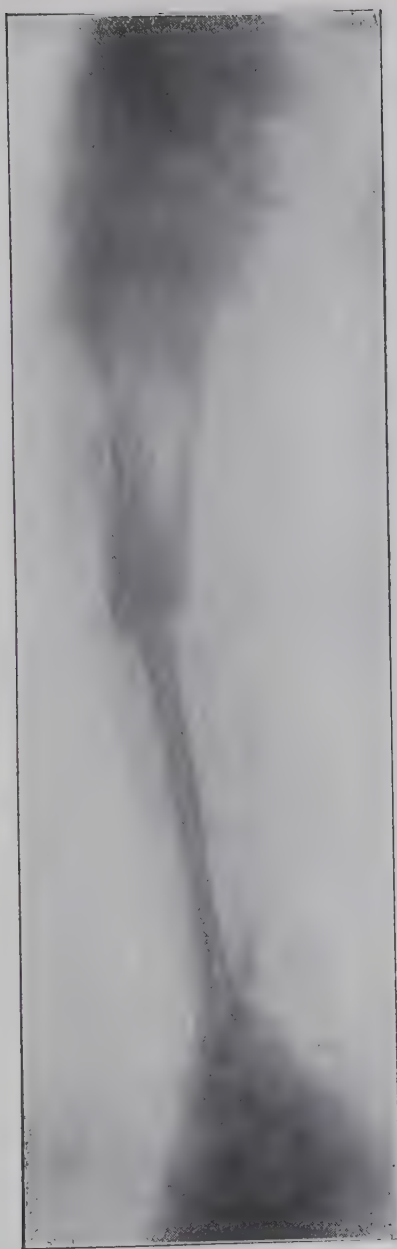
Ida Erdt: Röntgenbild aus dem Jahre 1898.
